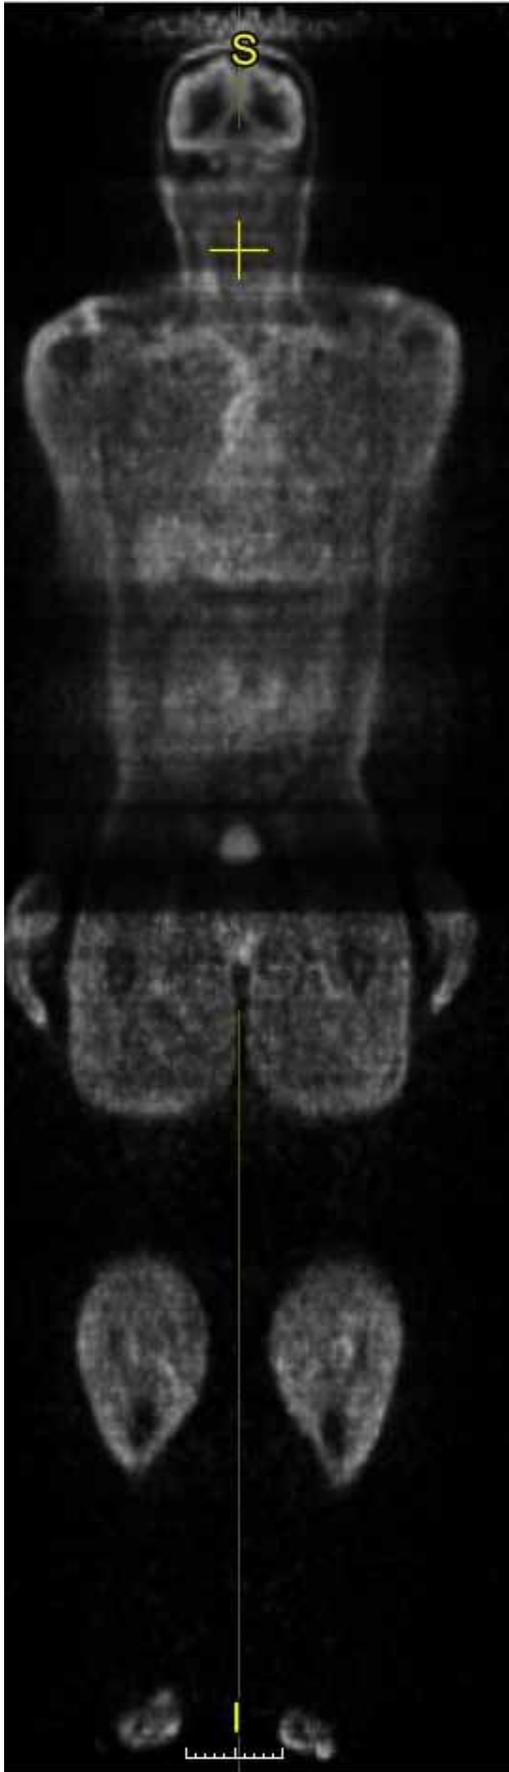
Контрольная ПЭТ/КТ всего тела с 18-ФДГ от февраля 2021 г., без признаков патологического накопления РФП и контрастного вещества
